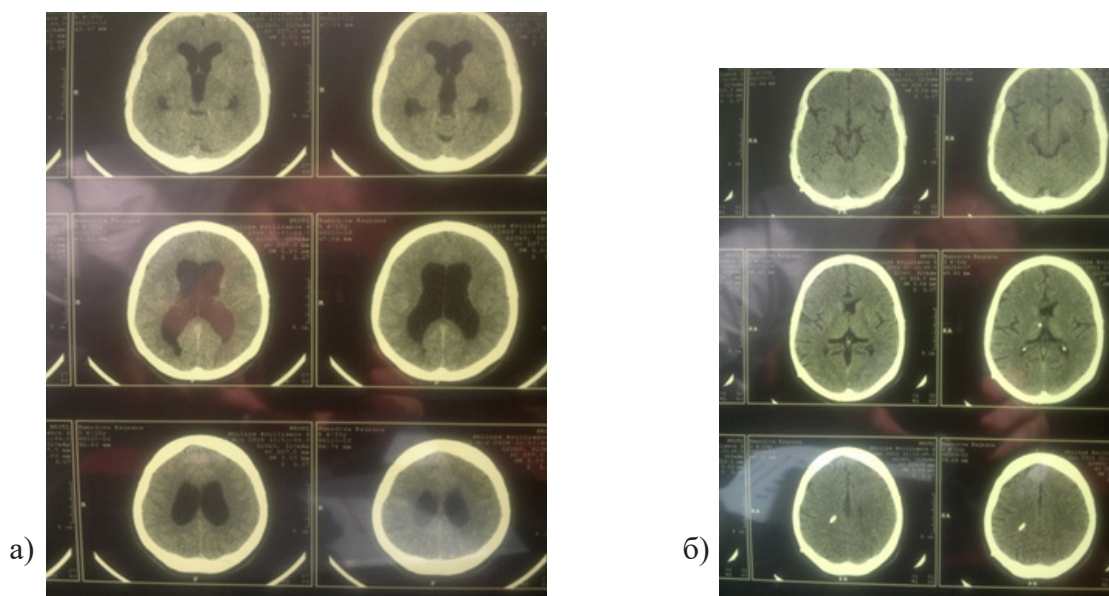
Пре- и постоперационная КТ исследование больного гидроцефалией в возрасте 68 лет. а) до операции; б) КТ того же больного через 3 года после операции.
